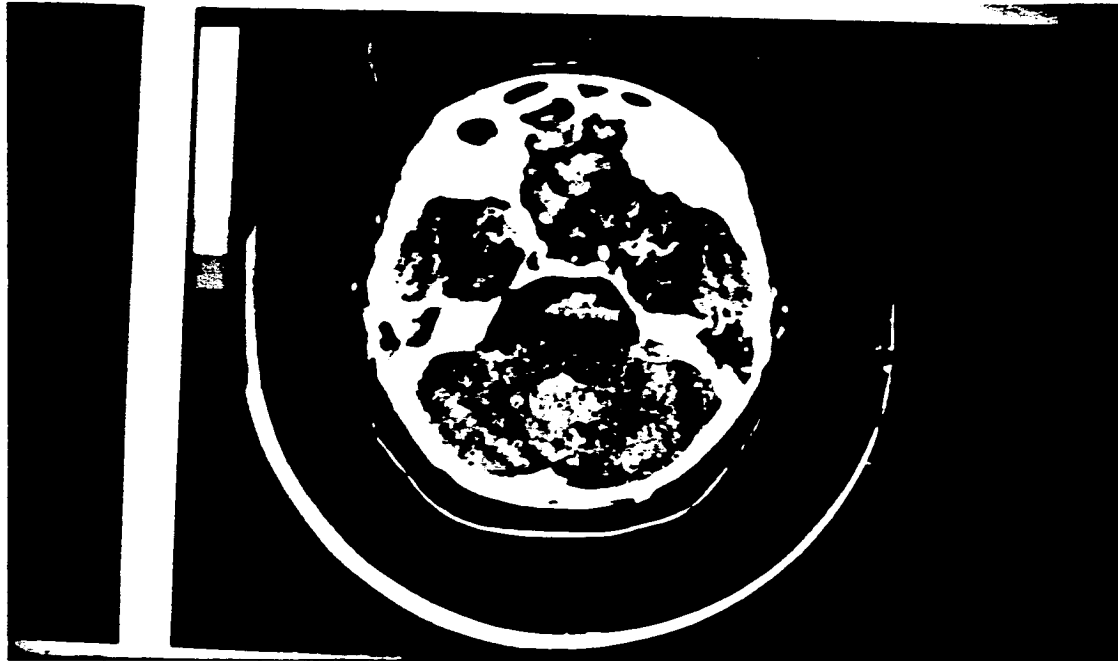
Tomografía del caso 1. Se aprecia la dilatación del APC derecho.
